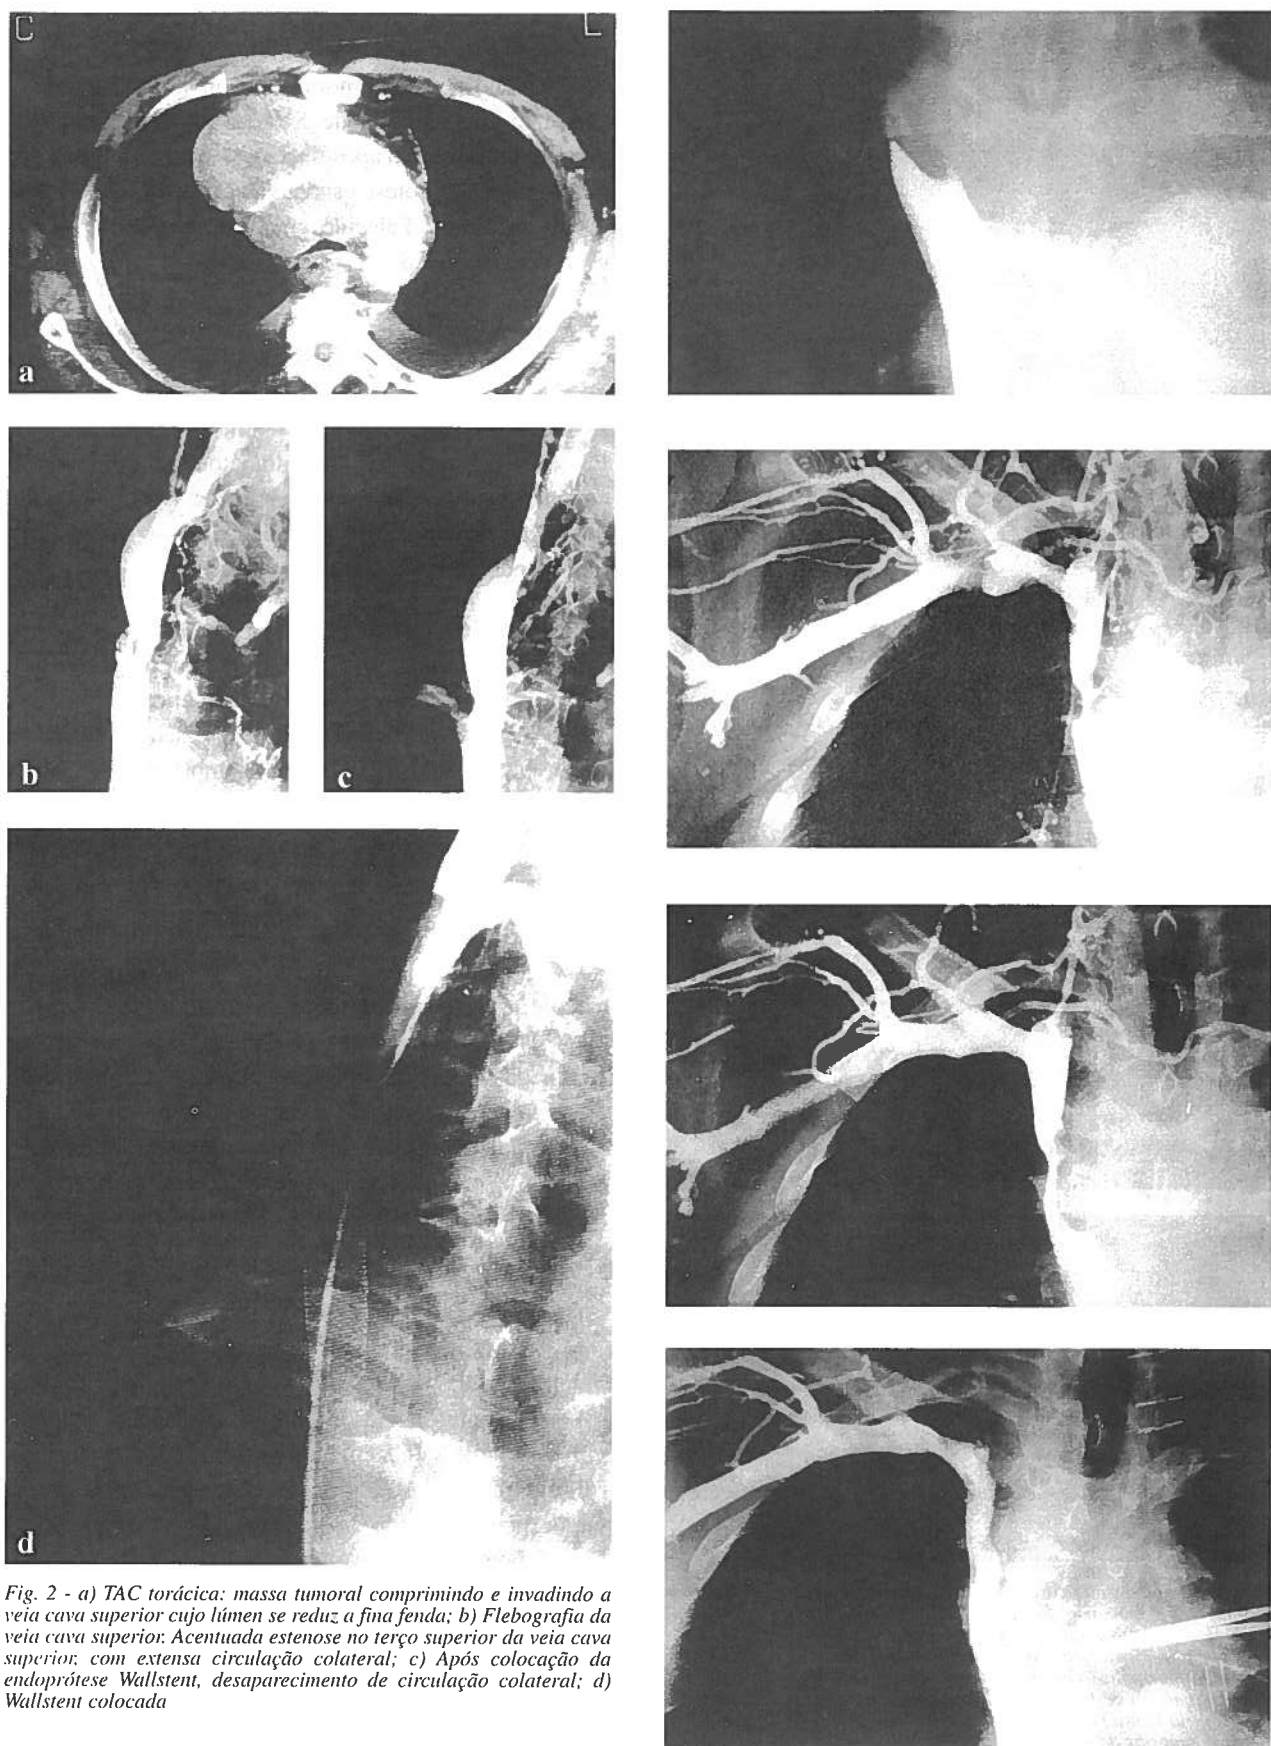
a) TAC torácica: massa tumoral comprimindo e invadindo a veia cava superior cujo lúmen se reduz a fina fenda; b) Flebografia da veia cava superior: Acentuada estenose no terço superior da veia cava superior, com extensa circulação colateral; c) Após colocação da endoprótese Wallstent, desaparecimento de circulação colateral; d) Wallstent colocada
